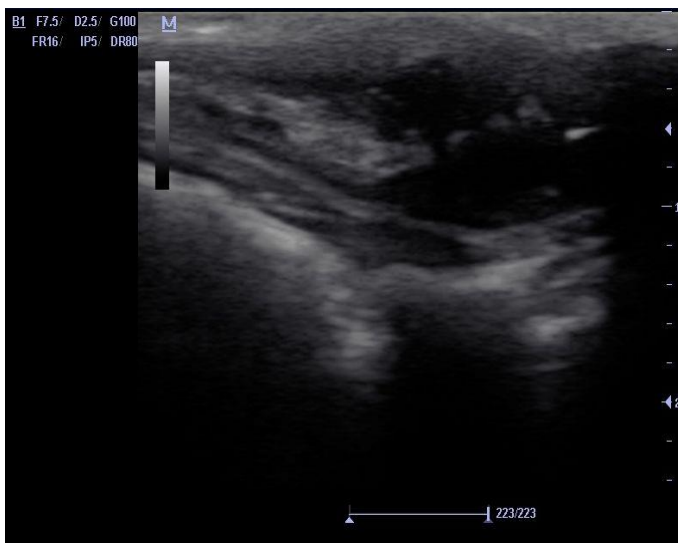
Первая серия, опыт №3. УЗИ «остаточной» полости, 10 сутки после операции.
